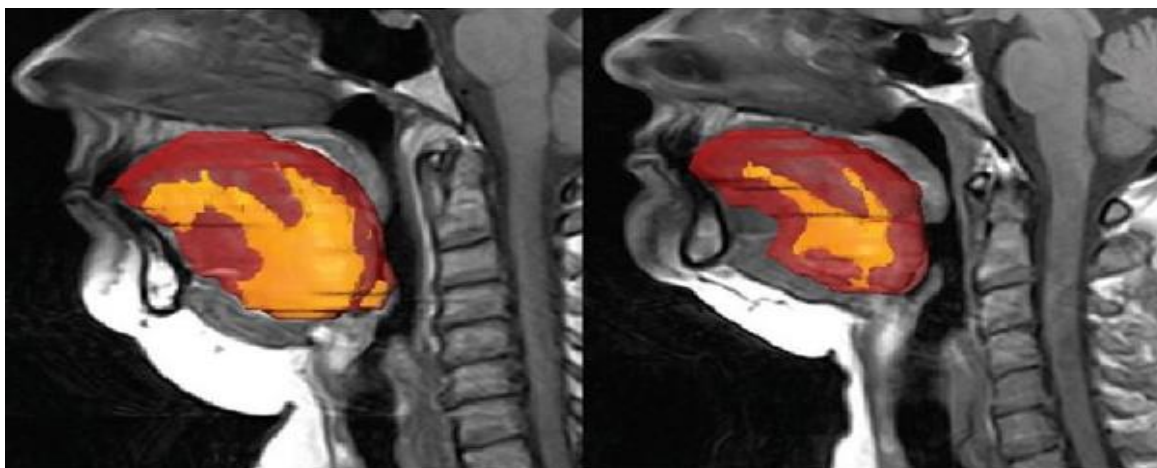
Imagem de ressonância magnética em sujeito sem apneia do sono (esquerda) e sujeito com apneia do sono grave (direita). Os depósitos de gordura são mostrados pela cor branca na ressonância. No sujeito apneico: a) a via aérea é menor, tanto na região retropalatal quanto na retroglossal; b) o palato mole é mais longo e o tamanho da língua é maior; c) a quantidade de gordura subcutânea é maior principalmente na região nugal.
